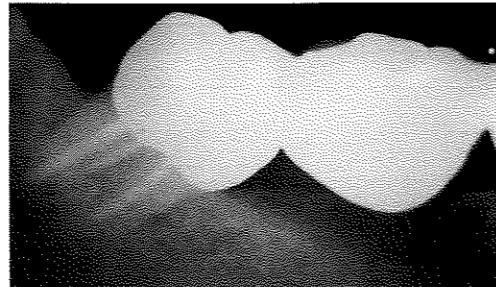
動的治療後10ヶ月 ⑦のデンタルX線写真
